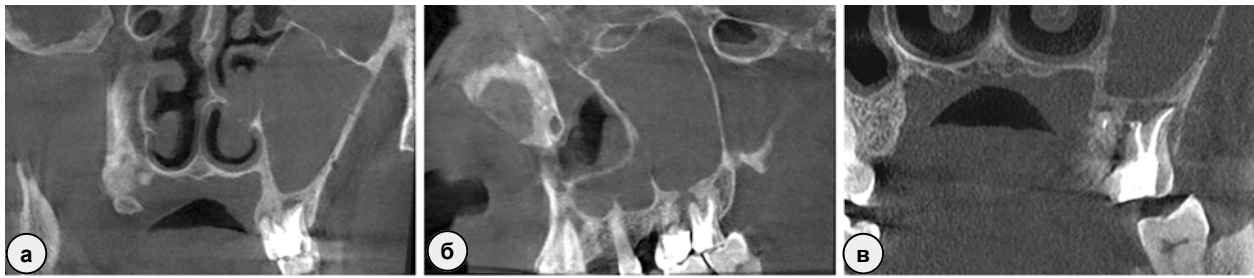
а – Левый верхнечелюстной синус заполнен мягкотканым компонентом полностью. В прямой проекции в зубе 27 определяется пропущенный ранее канал MB2, который не сходится с MB1 и имеет отдельное верхушечное отверстие. Разрежение костной ткани в области верхушечной трети; б – В сагиттальной проекции контурируется лизис костной перегородки и соустье между периапикальным очагом и верхнечелюстным синусом; в – КТ после проведенного лечения MB2. Канал локализован, обработан и obturирован на всю рабочую длину
